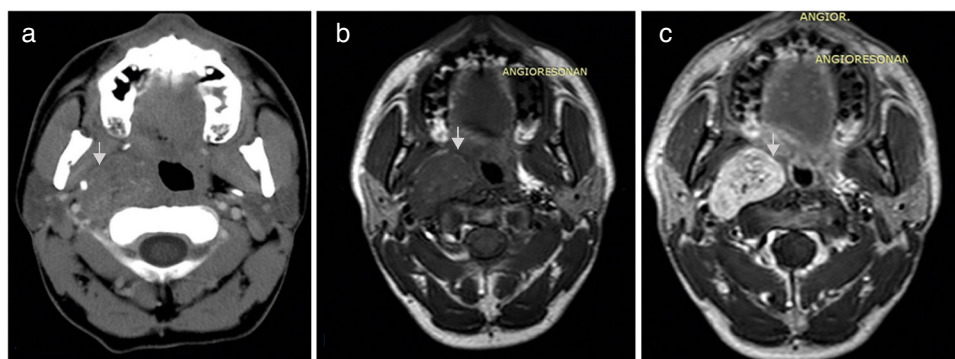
(a) Tomografía computada en corte axial con contraste a nivel de evidencia una lesión de densidad de partes blandas con realce tras la administración del mismo. (b) Resonancia magnética de cuello (b) en corte axial y ponderación en T1 y (c) en corte axial ponderada en T1 con realce tras la administración de gadolinio muestra lesión circunscrita (flechas).
